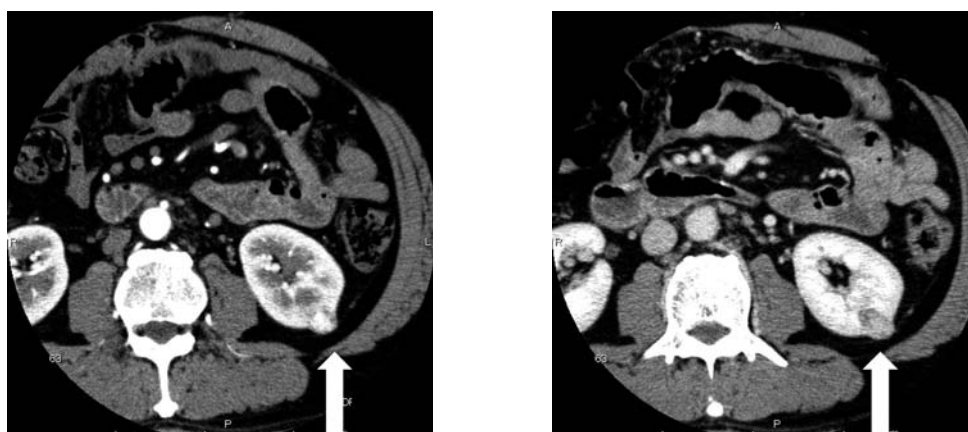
Enhanced CT scan revealed a tumor 18 mm in diameter and half exophytic in the middle outer left kidney in the early and delayed phases.
